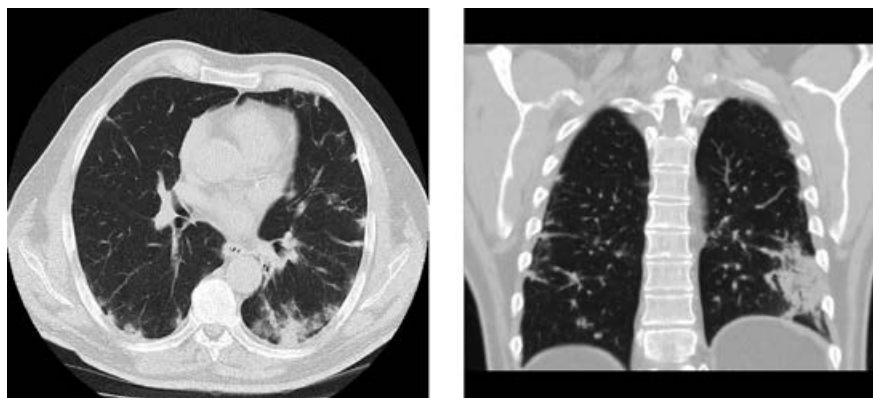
МСКТ органов грудной клетки у пациента Н. (первый день).
